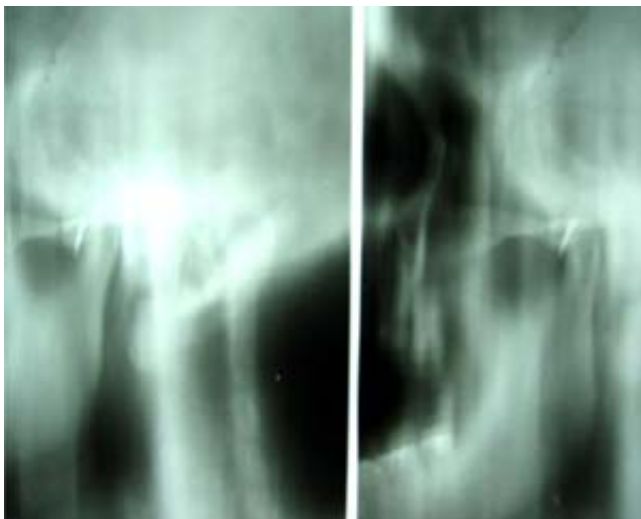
Tomografía lineal postquirúrgica de articulación temporomandibular derecha a boca abierta (lado derecho) y boca cerrada (lado izquierdo), observándose limitación a la translación condilar y tornillo.
